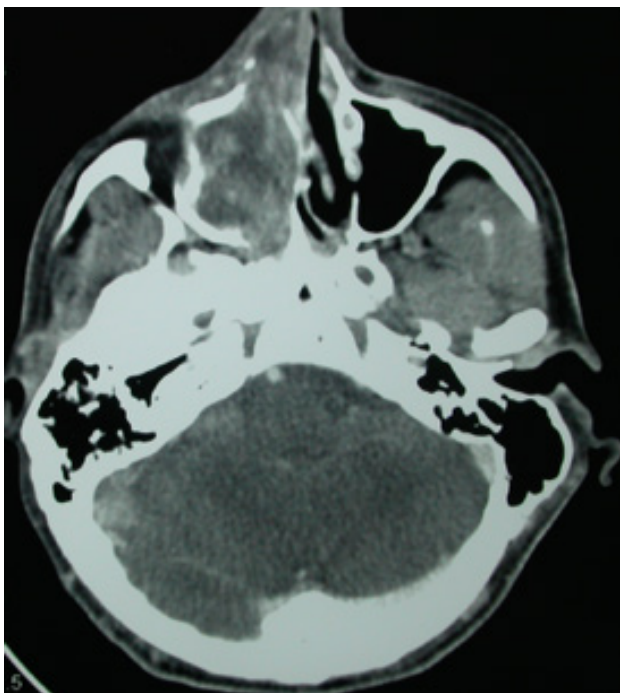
Imagen del TC donde se aprecia una tumoración agresiva a nivel del seno maxilar derecho que afecta a fosa nasal homolateral. Destrucción de paredes óseas.
